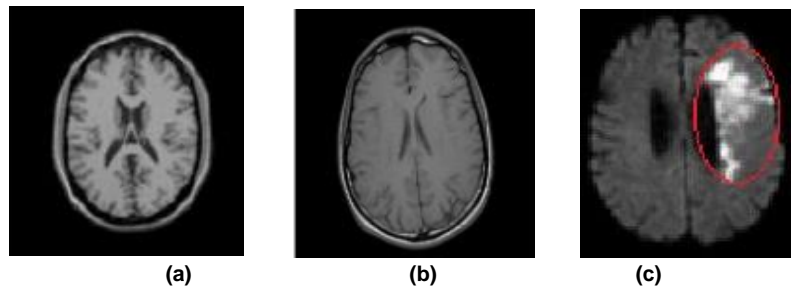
Imágenes cerebrales: (a) MRI normal, (b) TC normal, (c) TC anormal [13].
